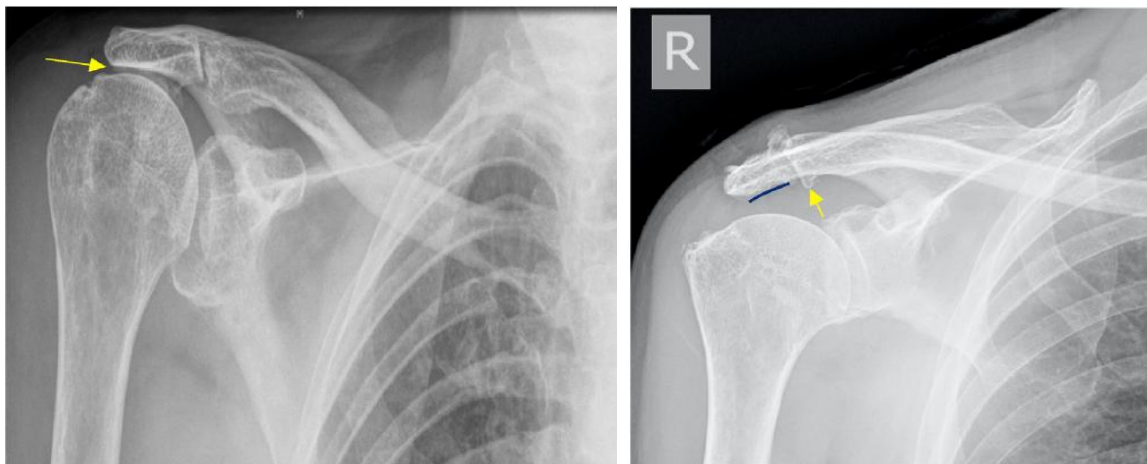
Radiografías AP de Hombro: A la izquierda muestra inclinación inferolateral del acromion (línea azul) y osteofitos en ACC (flecha amarilla). A la derecha: Migración superior de la cabeza humeral con reducción del espacio subacromial (flecha amarilla) (34).
